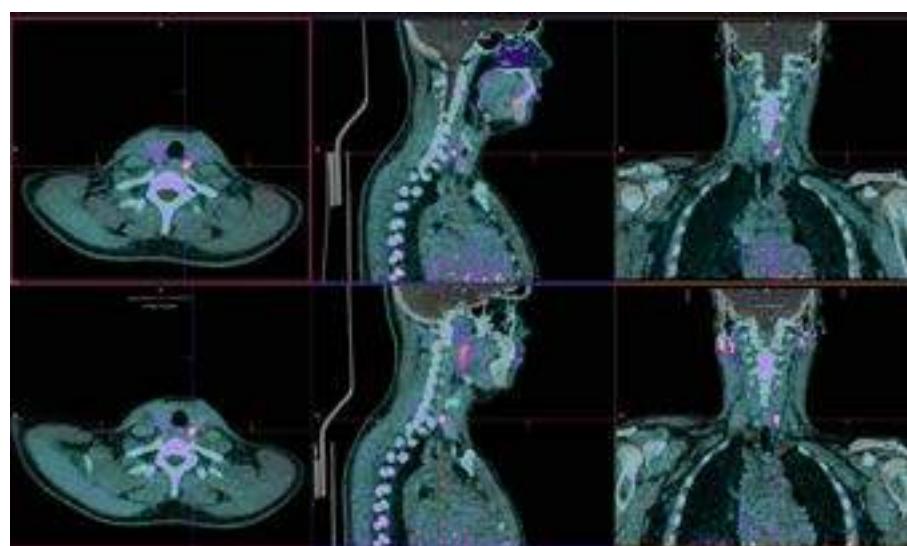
Imagens de fusão PET/CT com $[^{18}\text{F}]$ FCH. Na linha superior imagens da fase precoce (5minutos pós injeção) e na linha inferior imagens da fase tardia (60minutos pós injeção). Identificação de incremento na captação do radiofármaco em posição retratiroideia.
